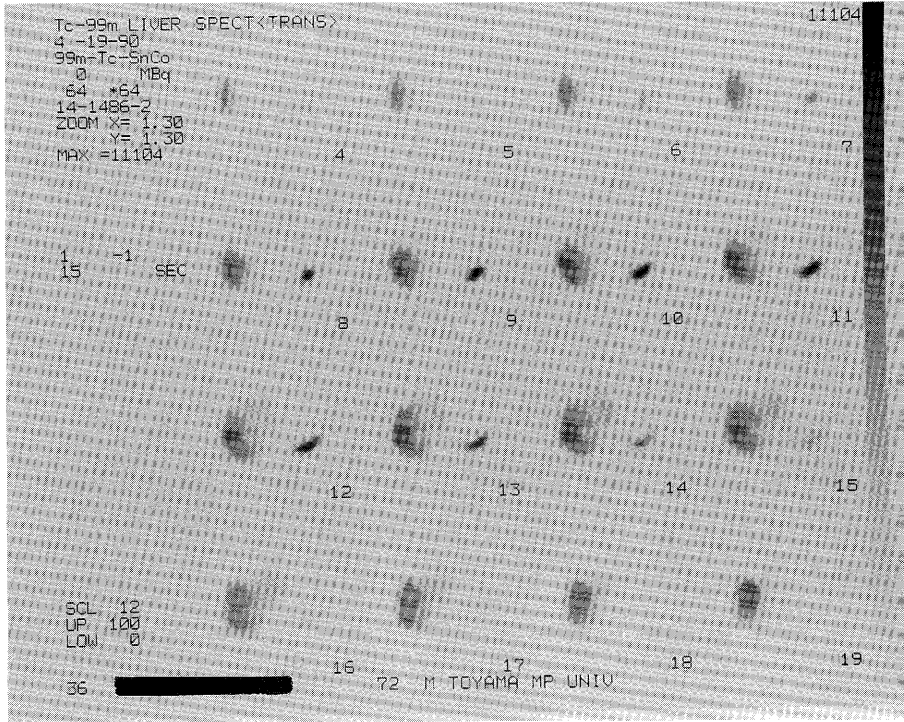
Liver scintigram demonstrates low activity of the mass.
